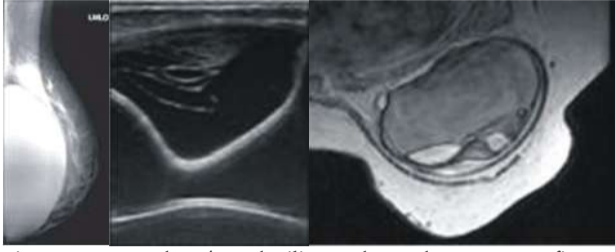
ruptura da prótese de silicone observada na mamografia, ultrassonografia e ressonância magnética.
